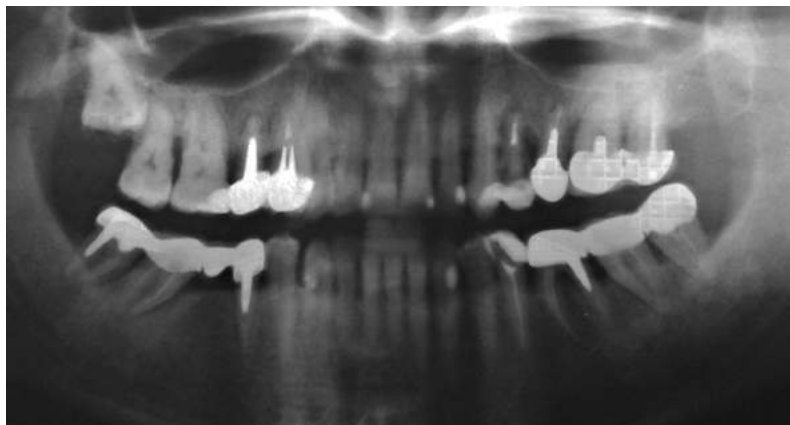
Orthopantomogram of the patient B
